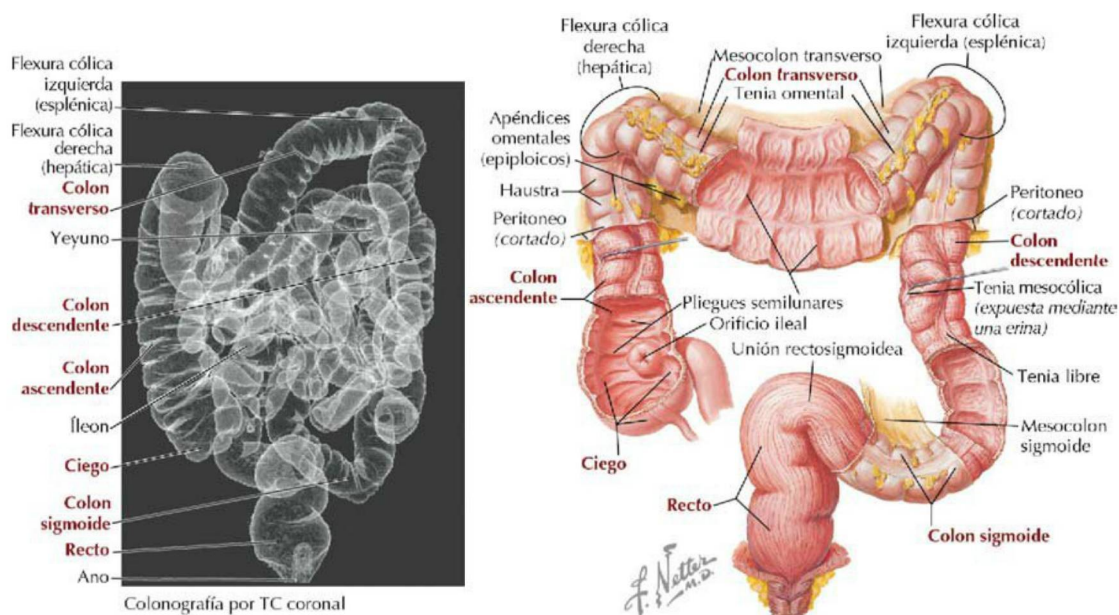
Características y musculatura del intestino grueso. (Tomada de F. H. Netter: *Atlas de anatomía humana*, 6.ª ed., lámina 276; imagen de TC tomada de Kelley LL, Petersen C: *Sectional anatomy for imaging professionals*, Philadelphia, Mosby, 2007.)
